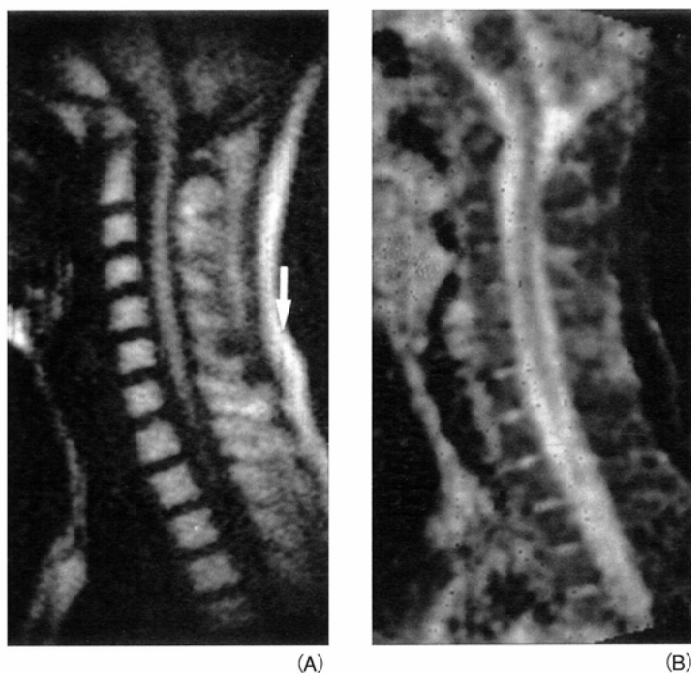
Diffusion-weighted image ($b = 900$, all directions) of LSDI on 0.2 Tesla MRI (A) and an ADC map (B). Lines of signal loss caused by patient motion are seen in (A) (arrow).
